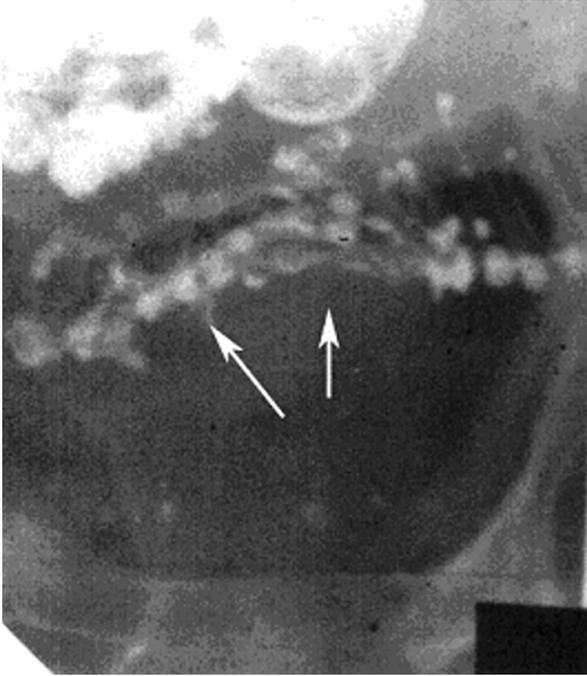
Прицельные рентгенограммы сигмовидной кишки б-ной Ц., 56 лет, двойное контрастирование. Паракишечный инфильтрат. Асимметричная деформация одного из контуров кишки с формированием симптома «кулис» (стрелки); видны множественные дивертикулы.
